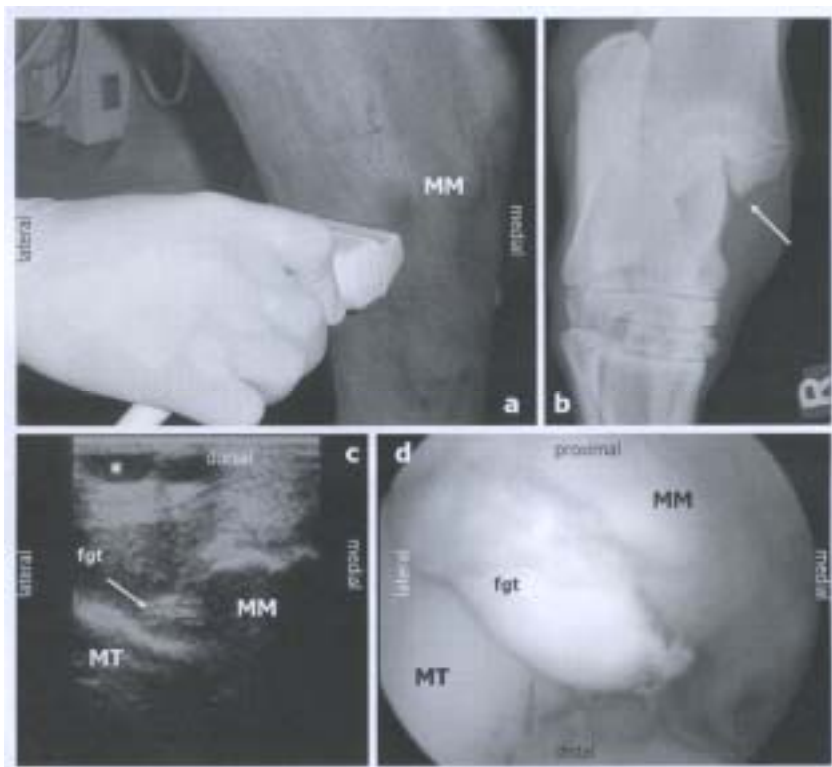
(a) 右脛骨内果 (MM) の超音波横断走査位置
